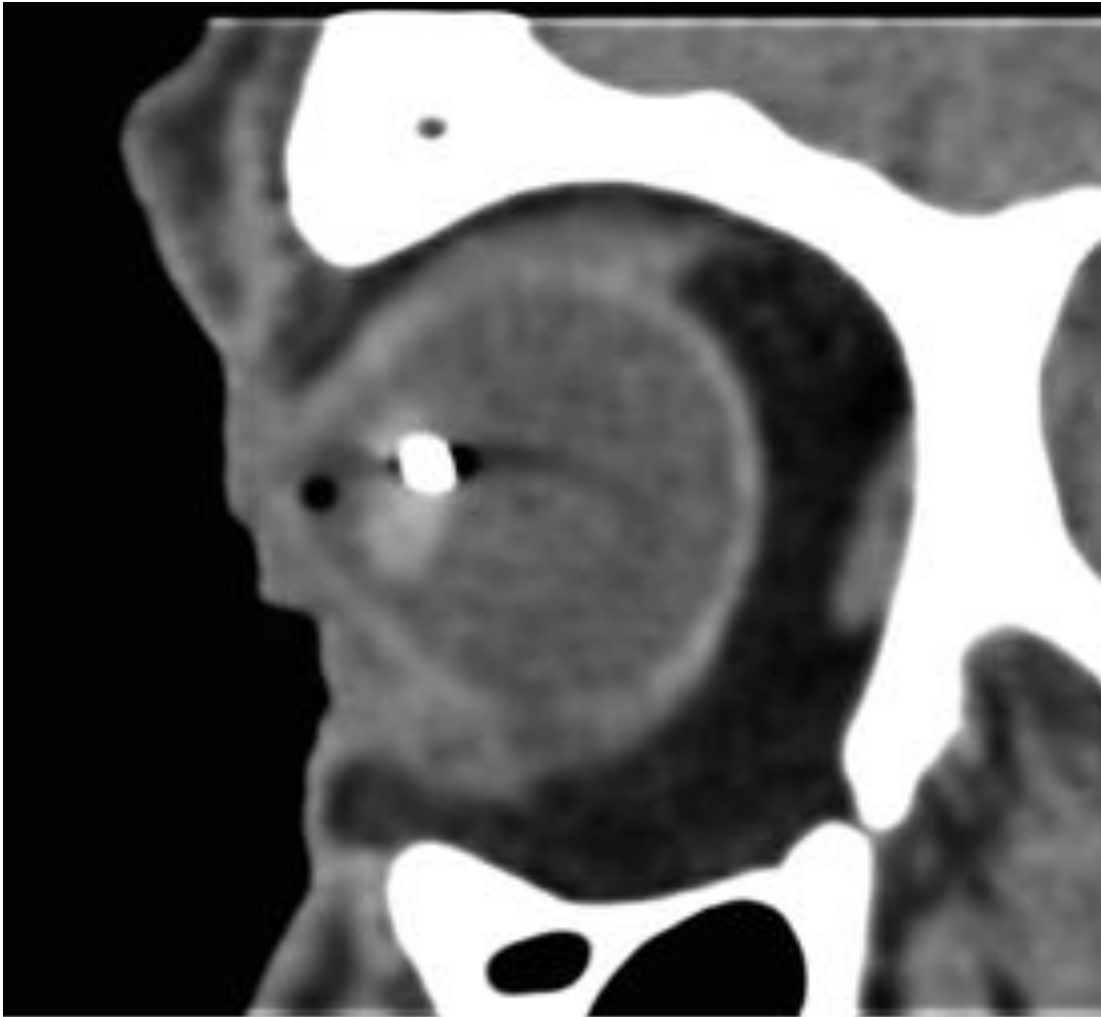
CUERPO EXTRAÑO INTRAOCULAR. Estudio de TC en plano sagital, sin contraste, del mismo paciente que en la imagen previa. Se aprecia el cuerpo extraño intraocular con las burbujas aéreas adyacentes, sin pérdida de la esfericidad del globo ni afectación extraocular.
